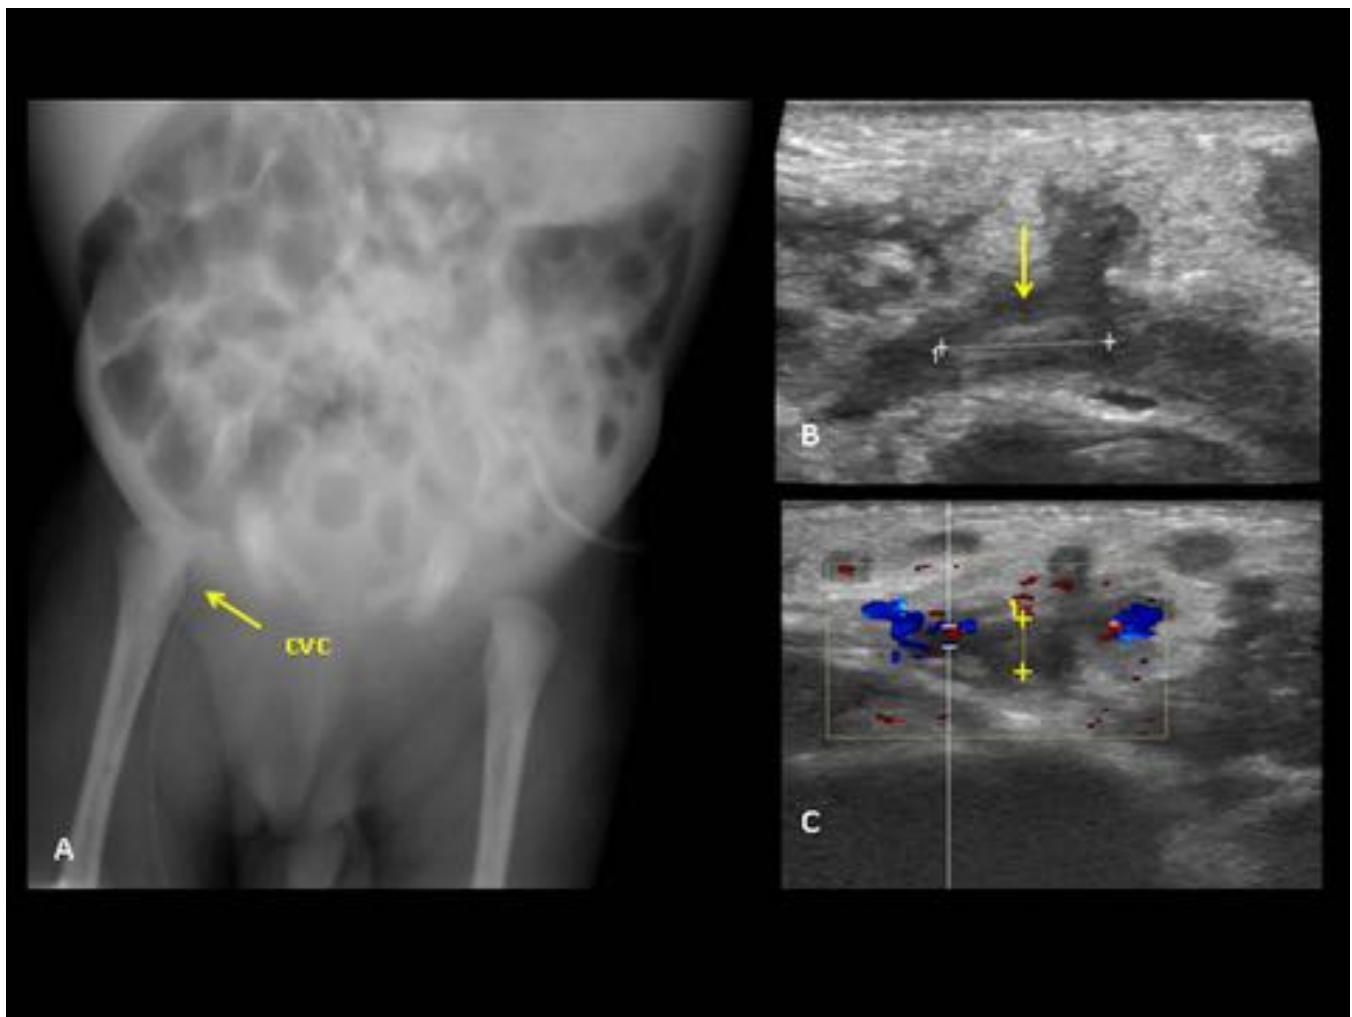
Trombosis vena femoral. A) Rx en la que se identifica el extremo distal del catéter excesivamente proximal, en vena femoral. B) y C) Ecografía que muestra marcada celulitis subcutánea, así como ausencia de señal doppler y material ecogénico en la vena femoral, hallazgos compatibles con trombosis.
